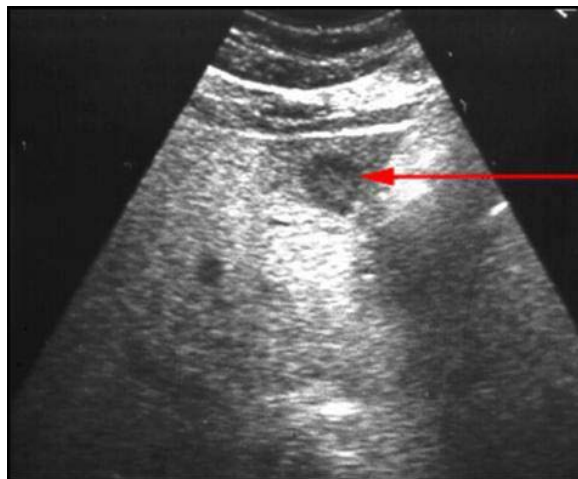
Image échographique en cocarde d'une MH d'un cancer colique chez un patient de notre étude.
